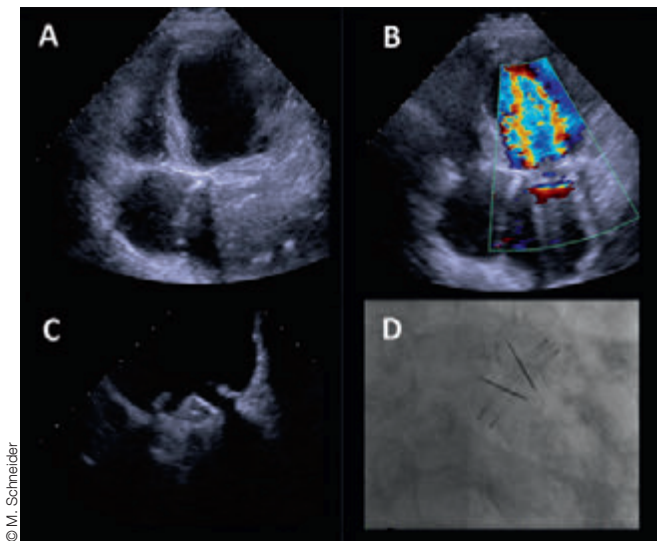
Evaluation einer mechanischen Mitralklappe. Panel A: 2D-Bild transthorakale Echokardiographie (TTE). Panel B: TTE mit Farbdoppler, turbulenter Einstrom durch die Prothese in den linken Ventrikel. Panel C: Transösophageale Echokardiographie der mechanischen Mitralklappe. Panel D: Klappenfilm im Herzkatheter.
